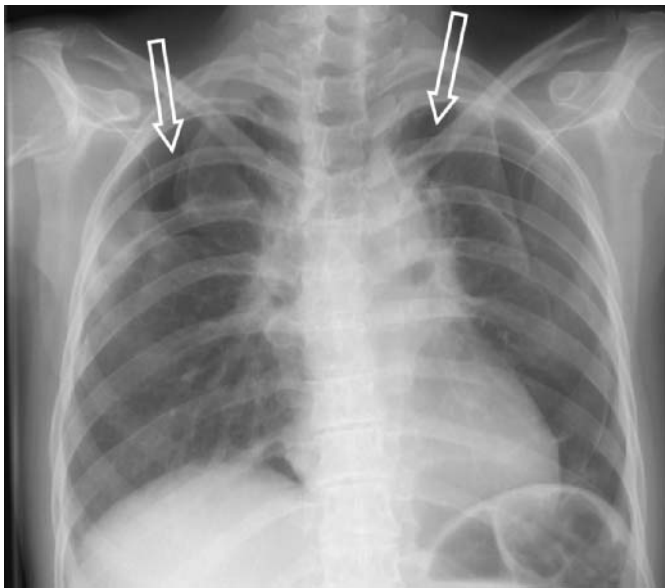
Patientin 1, Röntgen Thorax planar im posterior-anterioren Strahlengang, zeigt bei Aufnahme einen beidseitigen Pneumothorax (Pfeile) apikal-betont, links auch bis basal erkennbar. Bei sonst unauffällig abgebildetem Lungenparenchym finden sich im Bereich des ehemaligen mediastinalen Bestrahlungsfeldes lokalisierte narbig imponierende Residuen.
